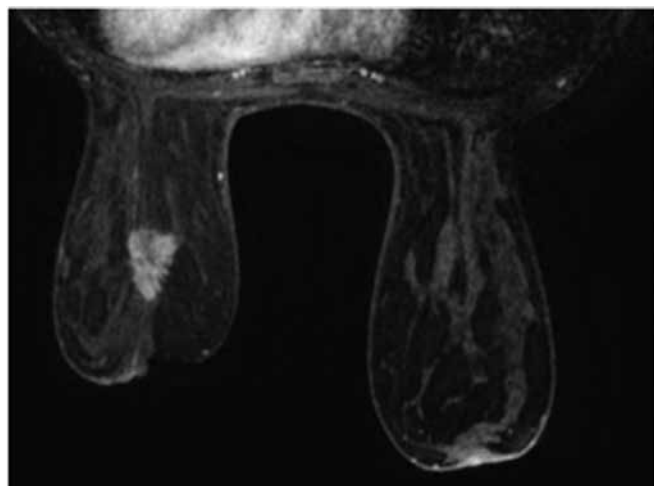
Caso 1: Donna di 31 aa con familiarità per Ca mammario, riscontro soggettivo di nodulo palpabile a sinistra. RM con mdc ev: mass enhancement a margini spiculati, disomogenea captazione contrastografica in sede retroareolare a sinistra di 2.7 cm. Reperto RM unifocale.
